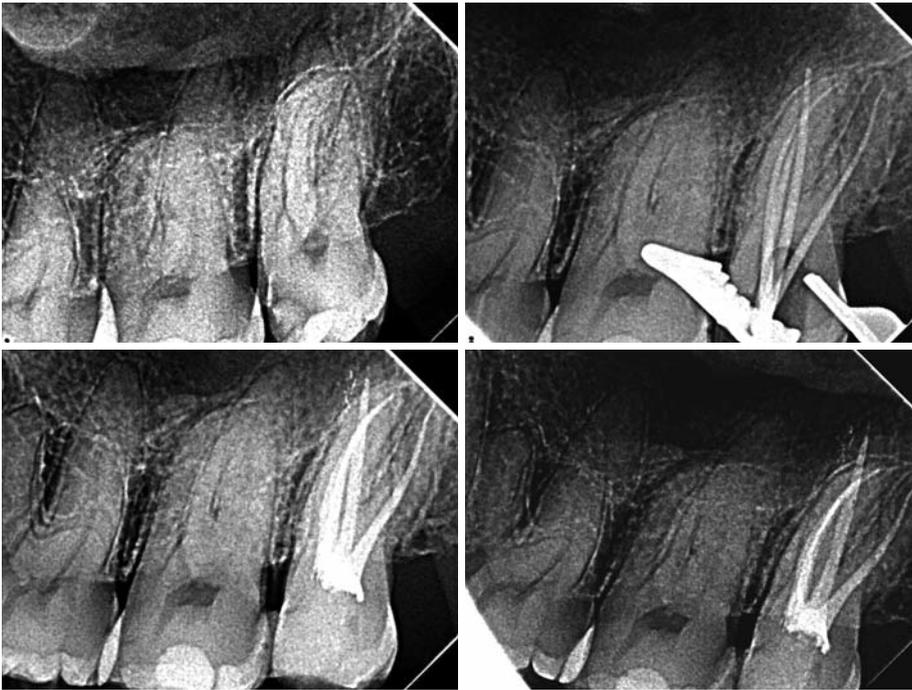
Präoperative Röntgenaufnahme; der zweite obere Molar zeigt eine tiefe mesiale Läsion und eine mehr oder weniger gekrümmte mesiale Wurzel. –
